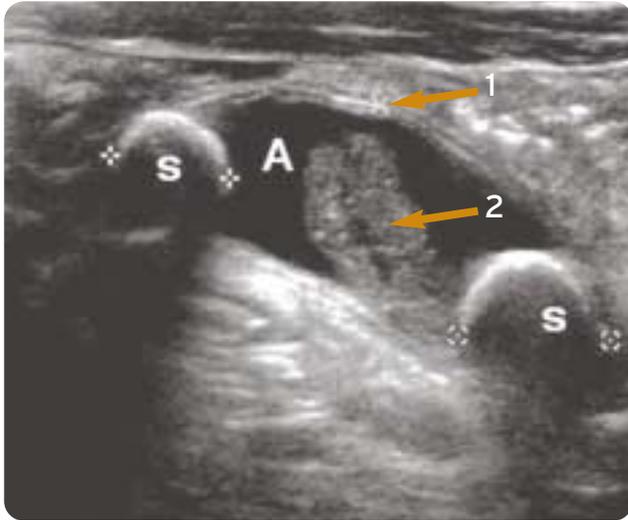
Échographie - Appendicite aiguë sur stercolithe. Appendicite rétentionnel (A), présence de 2 stercolithes (S), paroi appendiculaire épaissie (1) et résidus intra-appendiculaires (2).
